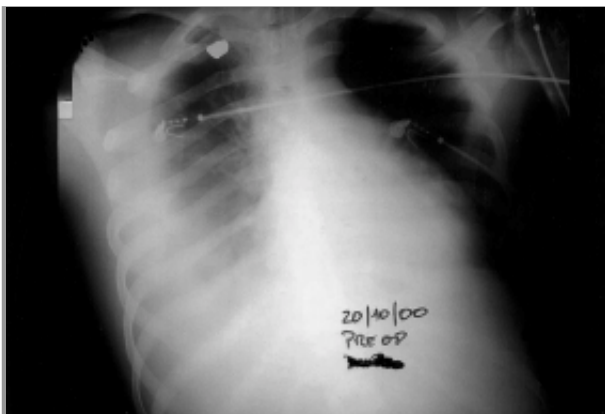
Radiografía de tórax (13 días del ingreso). Simultánea con el cuadro de shock. Preoperatoria inmediata. Se observa ocupación pleural aguda.
